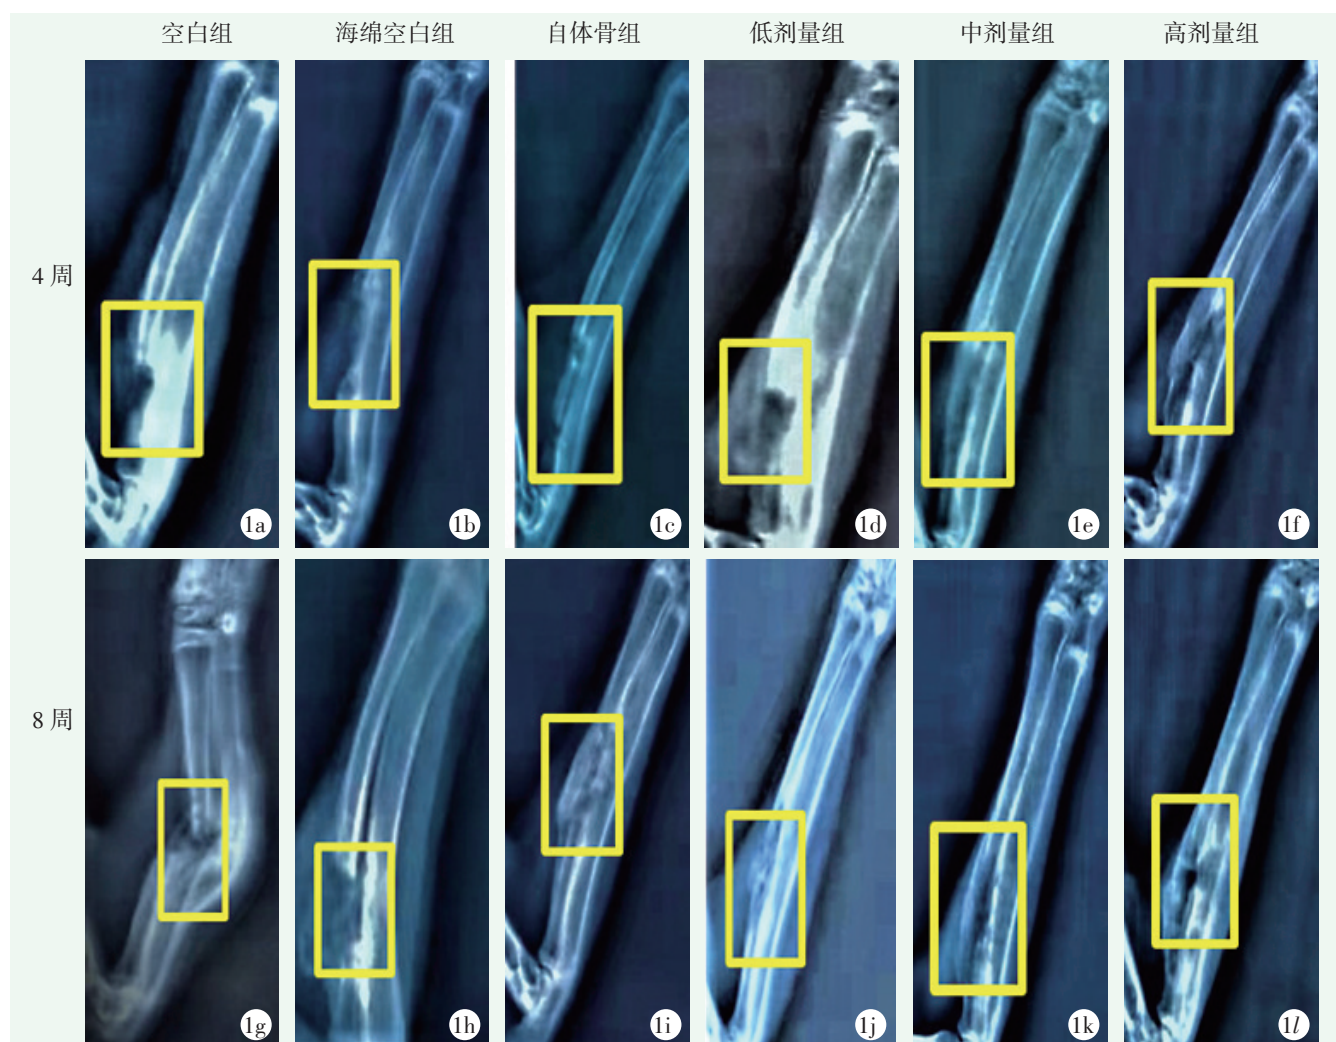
X线检查所见 1a~1f: 术后4周 1g~1l: 术后8周，黄框为骨缺损区
